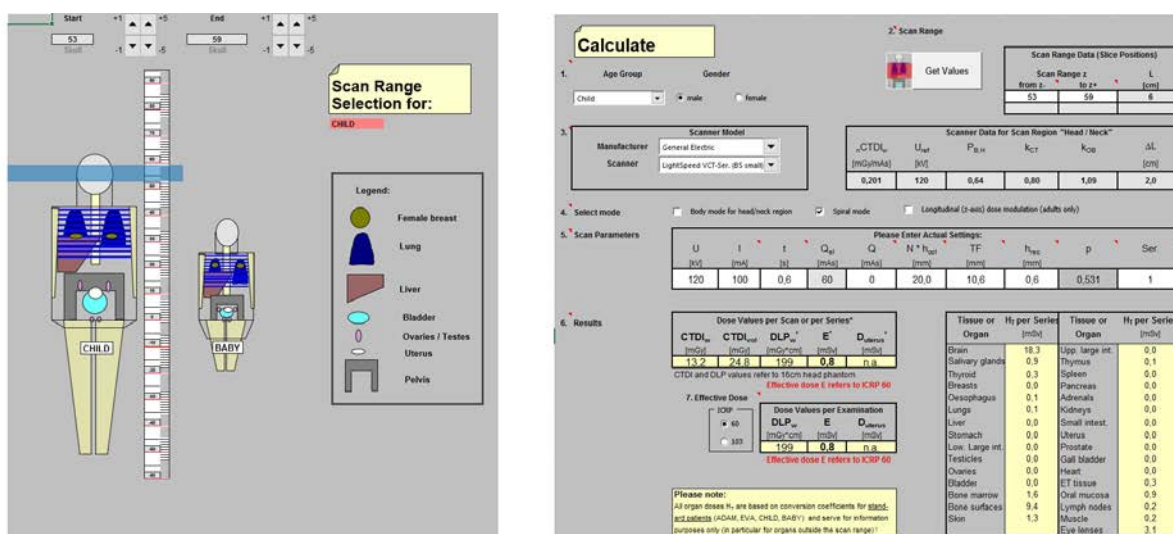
Schermate di CT-EXPO; a sx la scelta della lunghezza di scansione, a dx le tabelle per l'inserimento dei parametri e le celle dei risultati dei dosaggi stimati
